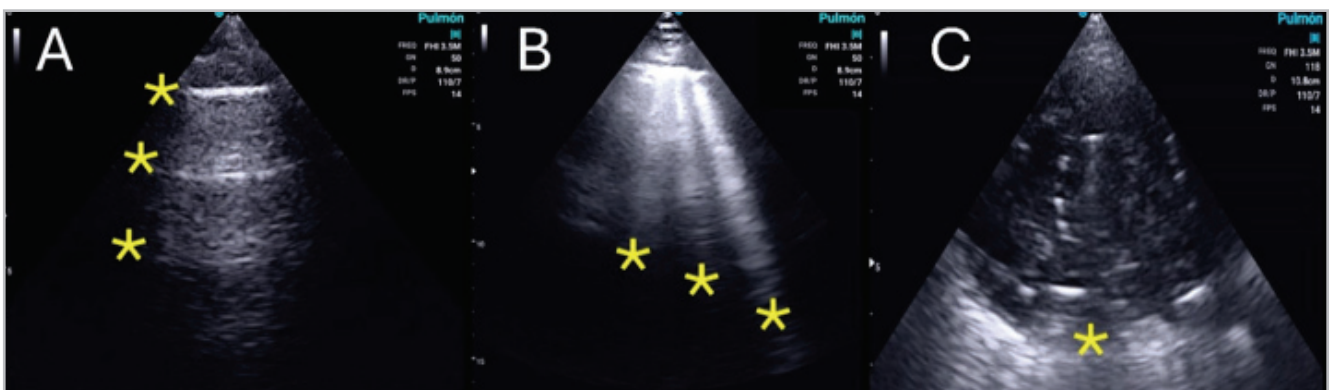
Ultrasonido pulmonar. Panel A: ultrasonido pulmonar normal. Línea pleural (primer asterisco de arriba abajo) con los artefactos de reverberación por la aireación normal pulmonar (líneas A). Panel B: líneas B de compromiso intersticial. Panel C: consolidación translobar con línea hiperecogénica donde termina la consolidación y comienza el pulmón aireado (asterisco). Imágenes propias de los autores.
